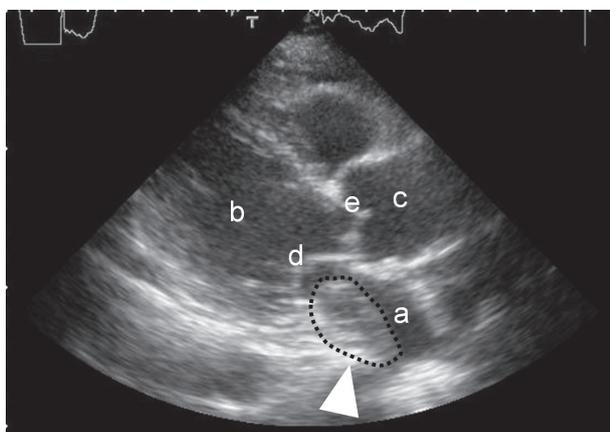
心エコー図長軸像による心房細動患者の左房内血栓
